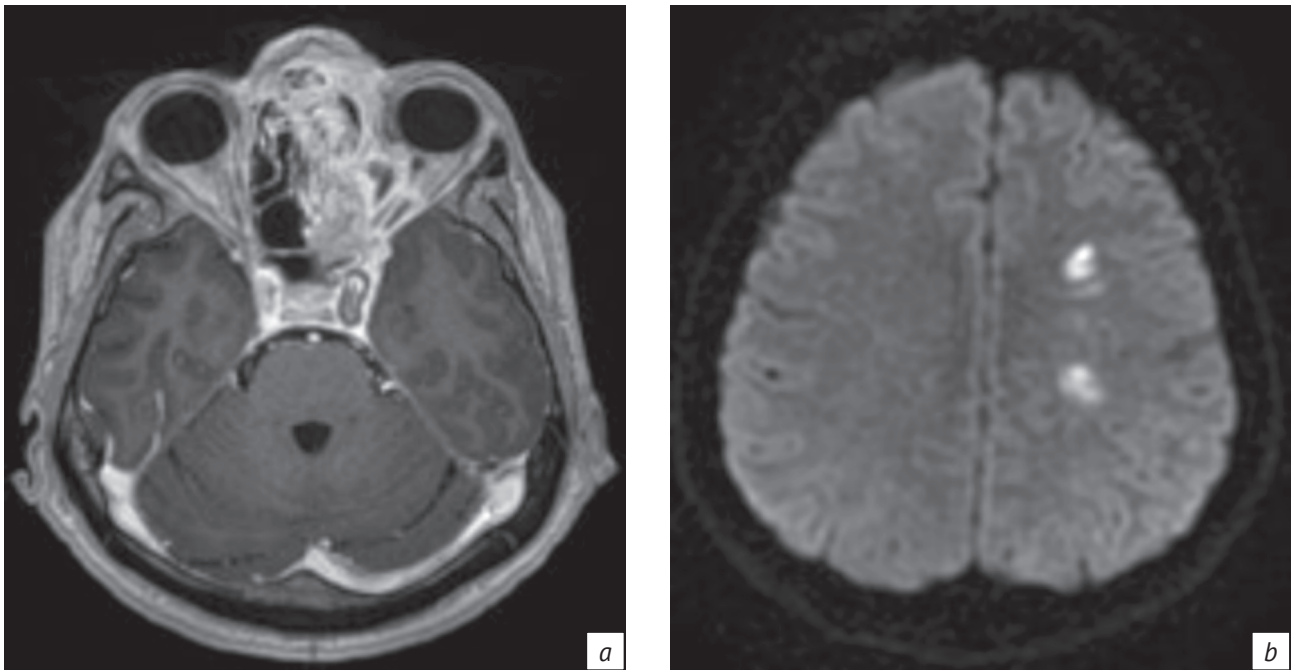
МРТ-изображение в аксиальной плоскости в режиме T1-ВИ после внутривенного введения контраста (а): «двуслойная» стенка левой внутренней сонной артерии – артериит, осложненный тромбозом. МРТ-изображение в аксиальной плоскости в режиме ДВИ (b): очаги ишемии вещества головного мозга левой лобной доли
